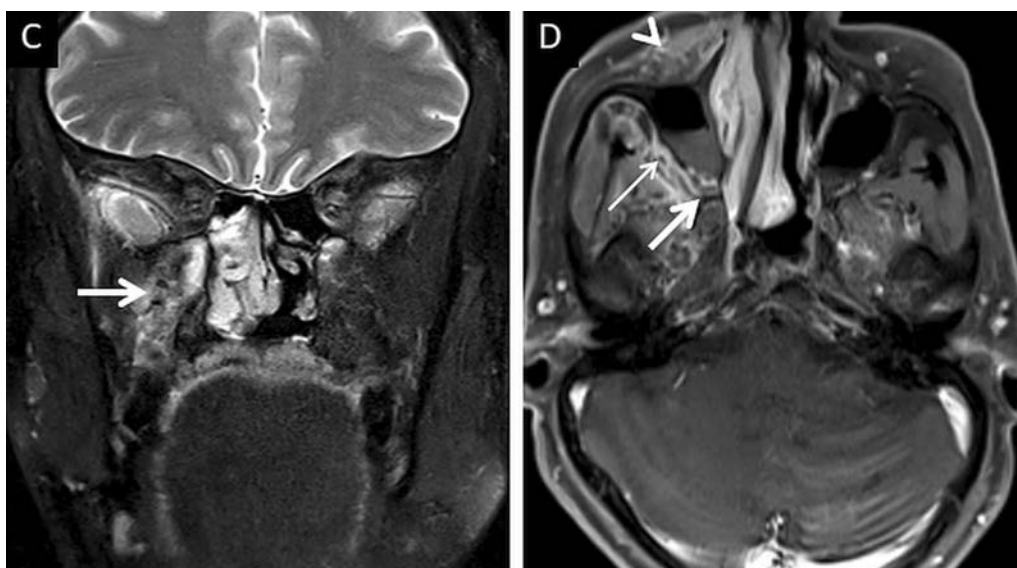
Вариант МРТ с картиной носо-орбито-церебрального острого инвазивного грибкового синусита (цит. по [34])
